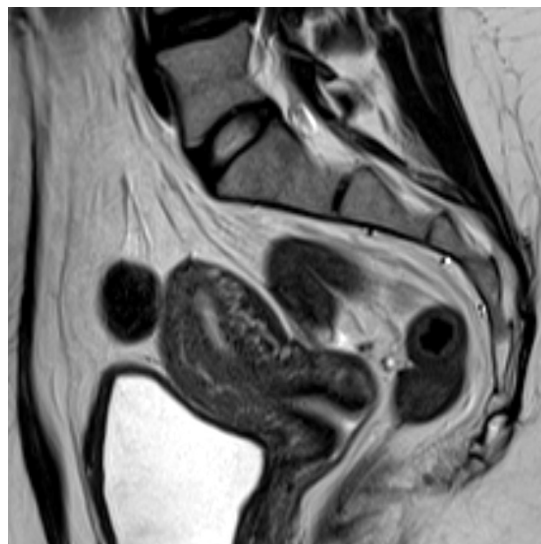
Магнитно-резонансная томография малого таза пациентки Н., 29 лет, после окончания комбинированного лечения: матка сохраняет прежние размеры, структуру, положение. Полость матки прослеживается, до 3 мм толщиной. Вдоль задней стенки сохраняется участок структурных изменений подлежащего слоя, рубцового характера, 5 × 3 мм (ранее 6 × 4 мм), без признаков гипертрофии. Иных участков нарушения структурности подлежащего слоя не отмечено. Эндометрий дает гетерогенный магнитно-резонансный сигнал, больше в левых отделах дна. Шейка матки изогнута, строма без особенностей. Сосудистые сплетения параколюмума расширены. Яичники: левый позади матки, размерами 27 × 16 мм, стромальными с единичными мелкими фолликулами
